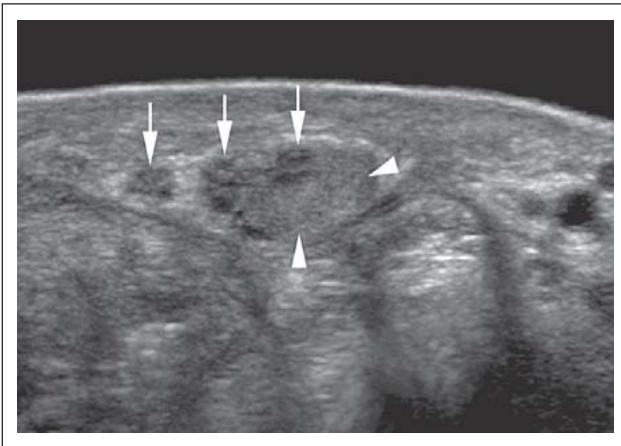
Sonographischer Querschnitt durch den Nervus medianus bei einem Patienten nach operativer Versorgung einer Schnittverletzung. Während Teile des Nervs im Nahtbereich eine regelrechte Faszikelstruktur aufweisen (Pfeile), findet sich eine partielle Diskontinuität mit einem exzentrischen Anastomosenneurom (Pfeilspitzen).
